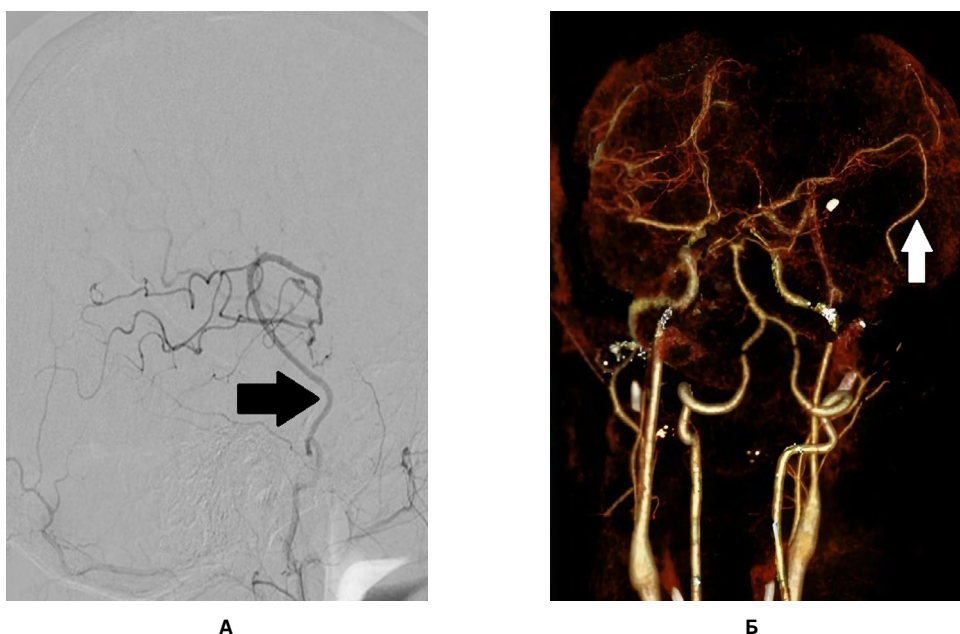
Церебральная ангиография (А) и компьютерная томографическая ангиография (Б) пациентки Ю. после операции: черной стрелкой указан функционирующий шунт между правыми поверхностной височной и средней мозговой артериями; белой стрелкой указан функционирующий шунт между правыми поверхностной височной и средней мозговой артериями. Источник: составлено авторами
